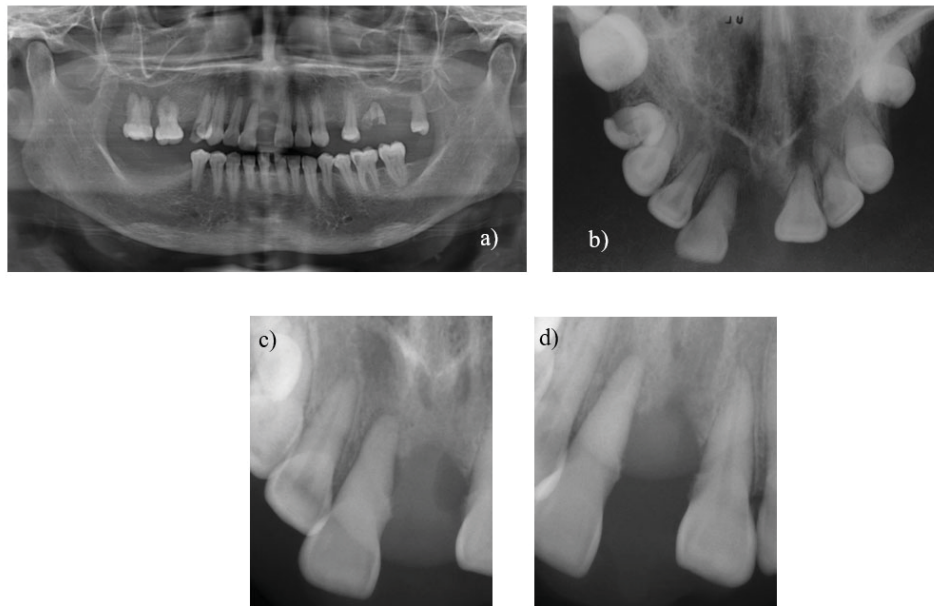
a. Radiografía panorámica. b. Radiografía oclusal superior. c. Radiografía periapical pza. 11. d. Radiografía periapical pza. 21
